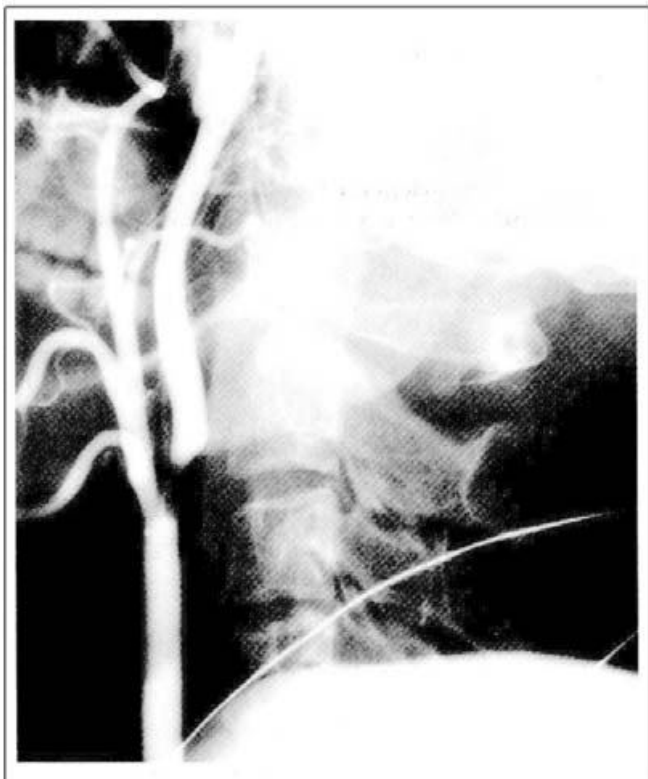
Ulcerisan, heterogen karotidni plak unutrašnje karotidne arterije. Pacijent je asimptomatičan (ali je CT nalaz pozitivan).
